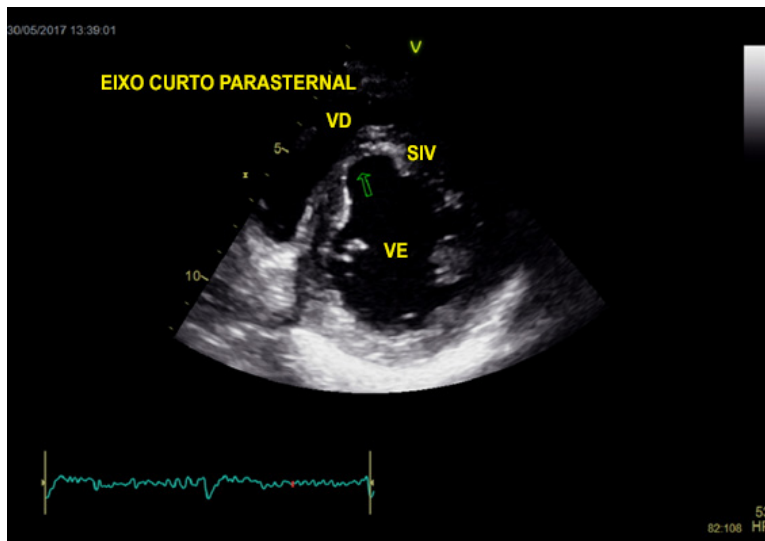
Ecocardiograma transtorácico. Eixo curto parasternal evidenciando aneurisma e afilamento parietal anterossseptal médio.
